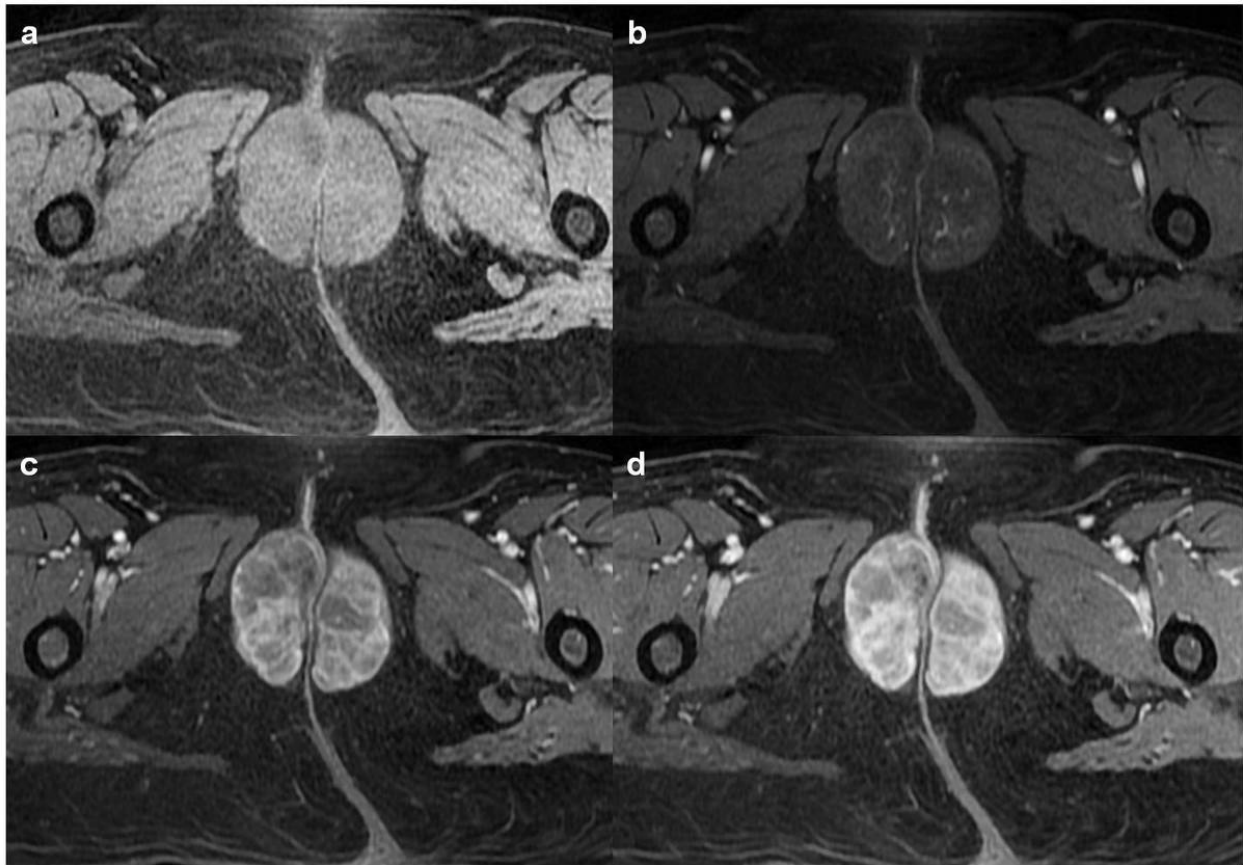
Mismo caso que el anterior. Mujer de 56 años con tumoraciones en ambos labios mayores de gran tamaño. Imágenes de RM axial potenciada en T1-SPGR dinámico sin (a) y tras la administración de contraste intravenoso en fases arterial (b), portal (c) y tardía (d). Se observa como la intensidad de las tumoraciones es isointensa al músculo antes de la administración de CIV y como ambas muestran un realce lento y progresivo, que se homogeneiza en fase tardía, sugerente de benignidad.
